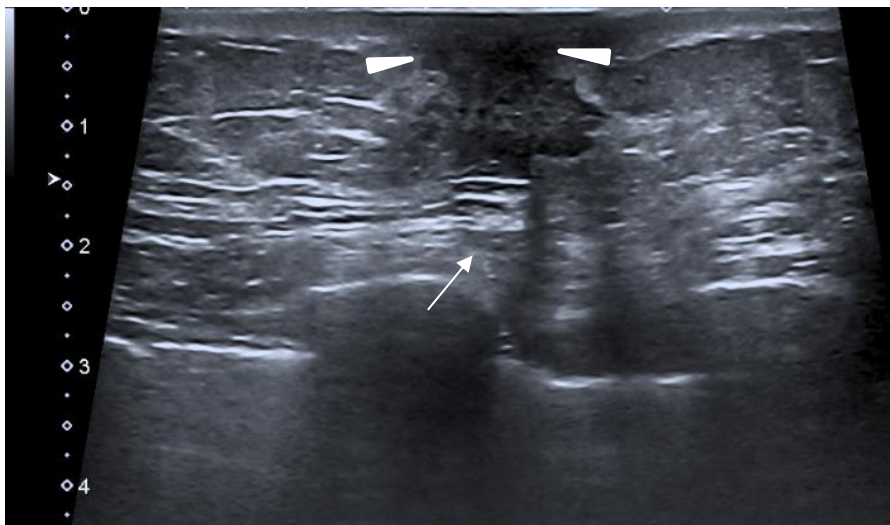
Sonographische Darstellung eines invasiv-lobulären Karzinoms mit unscharfer Abgrenzung zum umliegenden Gewebe und Infiltration der ventral angrenzenden Cutis (Pfeilspitzen) und dem dorsal gelegenen M. pectoralis major (Pfeil).
